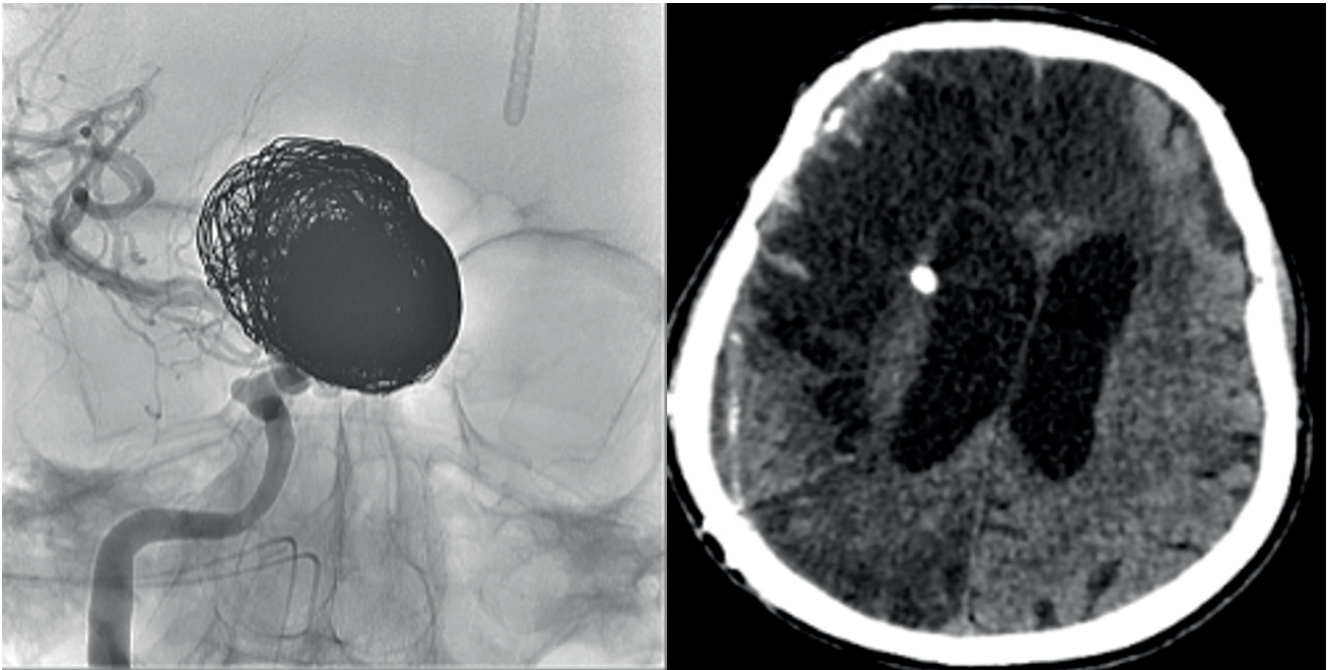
Takiplerde orta hat şifti ve dekompresif cerrahi sonrası BT görüntülemesi
